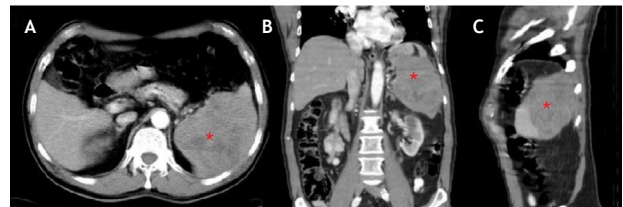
TAC de abdomen total contrastado. A: Corte axial. B: Corte coronal. C: Corte sagital. En los tres ejes (asterisco rojo) se observa esplenomegalia, aproximadamente de 15×15 cm, y una masa que ocupa gran parte del parénquima esplénico y hace contacto con la pared posterolateral del tórax.
